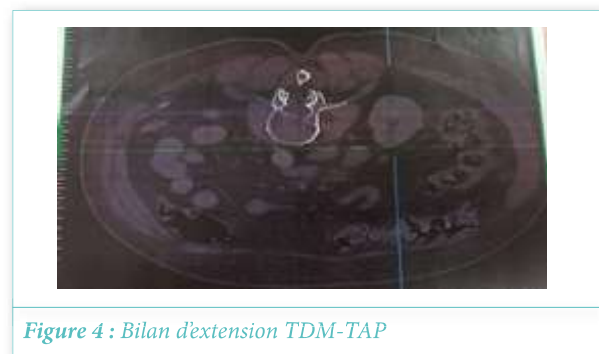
Bilan d'extension TDM-TAP
